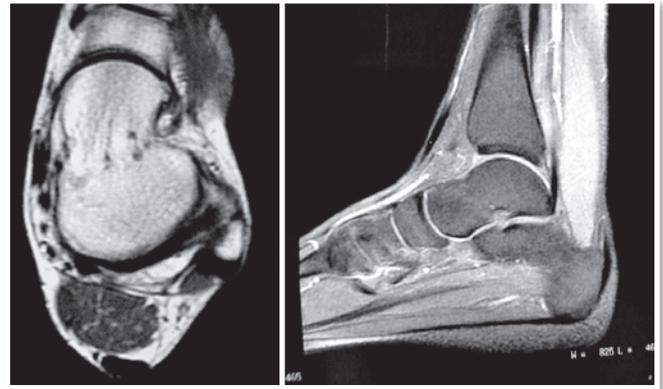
Ressonância magnética do tornozelo em corte axial e sagital apresentando lesão com sinal intermediário nas imagens em T1 e T2 na região posteromedial do tornozelo.
